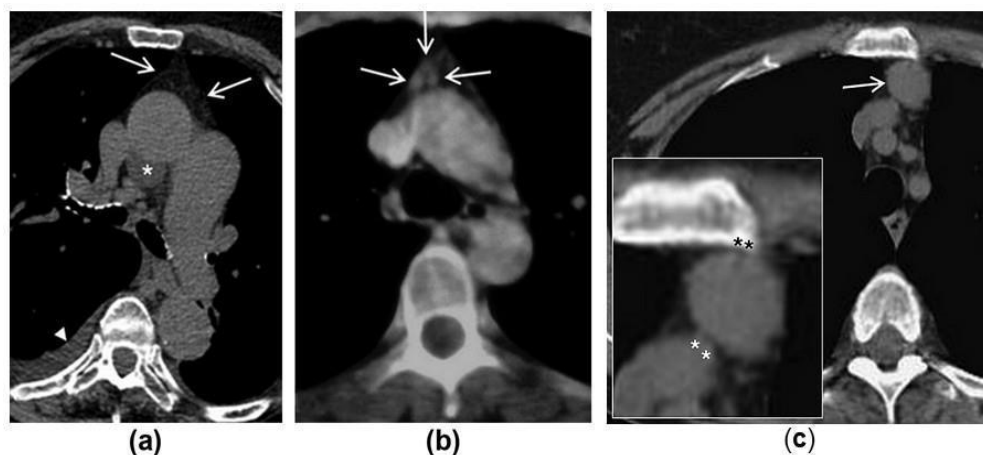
TC toraco-mediastinico: a) assenza di residuo timico, b) iperplasia timica c) timoma; immagine tratta da Priola, A. M. & Priola, S. M. Imaging of thymus in myasthenia gravis: From thymic hyperplasia to thymic tumor. Clin. Radiol. 69, e230–e245
